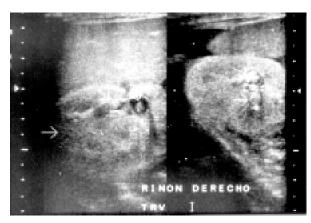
Ultrasonido de riñón en corte transversal en donde se confirma la colonización micótica, expresada en las imágenes ecogénicas localizadas en grupos colectores.
